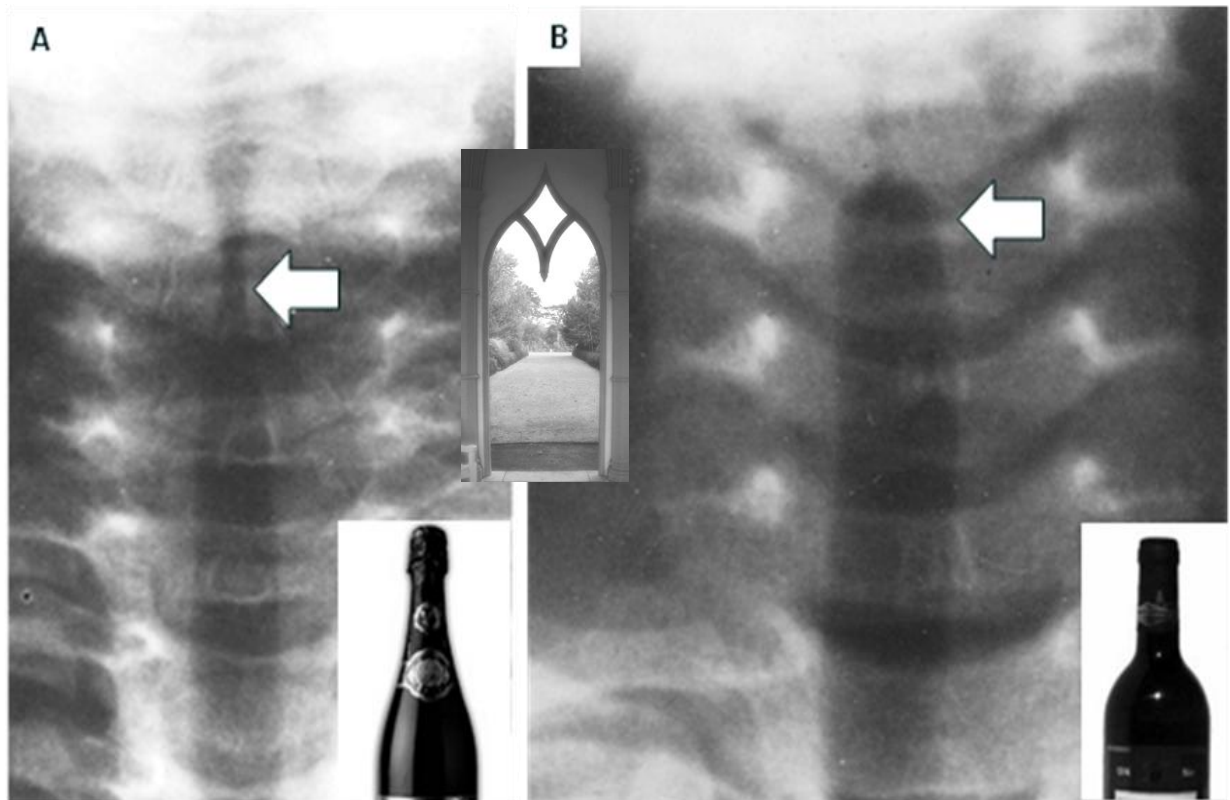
70. A. Radiografía frontal de cuello de un niño con crup, la columna aérea de la tráquea muestra un estrechamiento de la porción subglótica (flecha) que adopta forma de campanario o de botella de vino blanco. B. Tráquea subglótica normal que semeja con el cuello de una botella tipo Burdeos.
